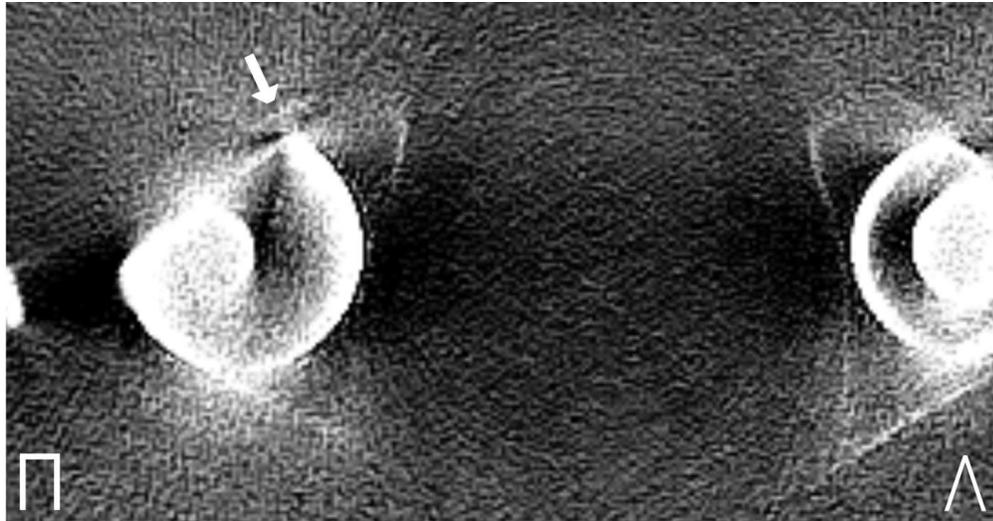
Срез КТ таза пациента с внутрипротезным вывихом системы двойной мобильности. Стрелкой отмечен костный фрагмент как вероятная причина блокировки вкладыша
